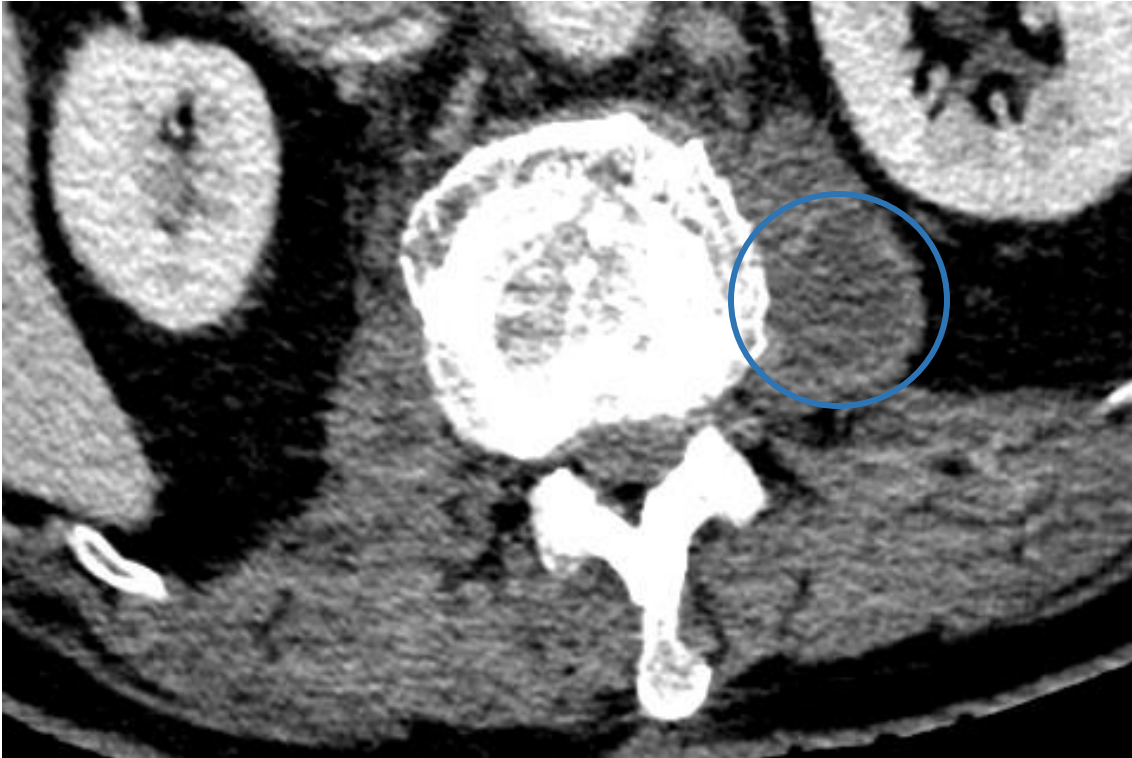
TC columna lumbar con contraste. Absceso en músculo psoas izquierdo (círculo azul)
